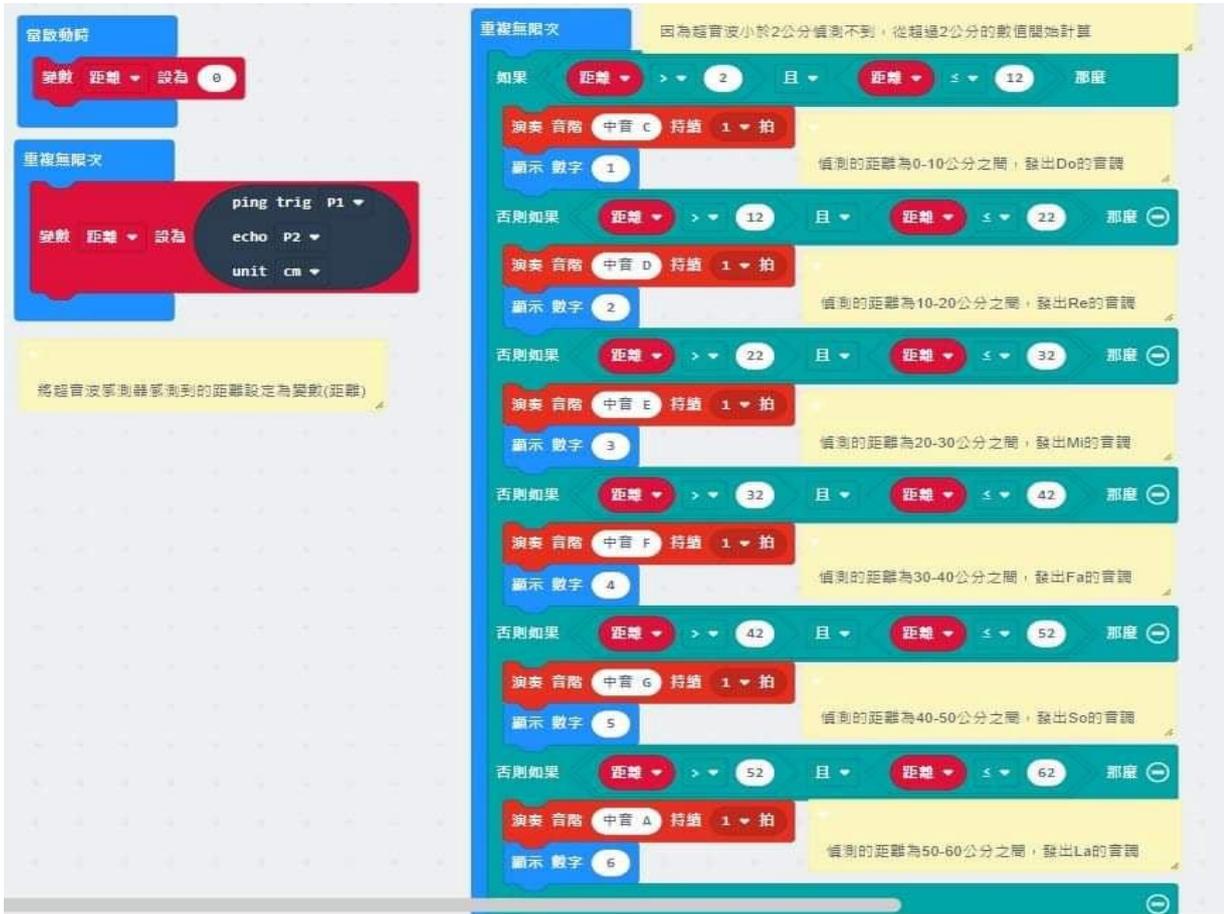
HC-SR04 超音波靈敏度測試實驗程式
